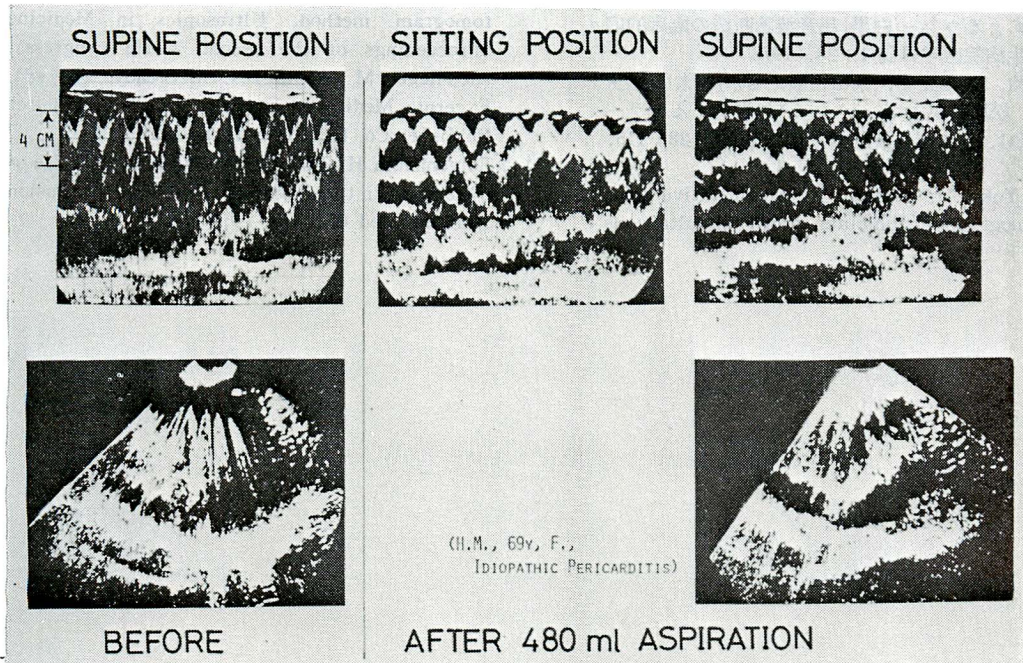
Echocardiographic findings before and after aspiration of pericardial fluid (H. M., a 69-year-old female, idiopathic pericarditis)
